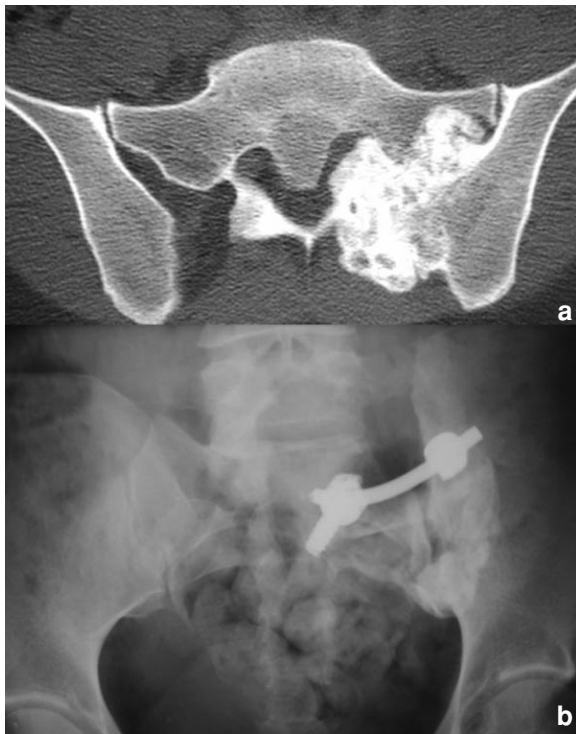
Ostéochondrome iliaque gauche. (a) Coupe axiale TDM : remodelage de l'aileron sacré. (b) Contrôle après résection.
